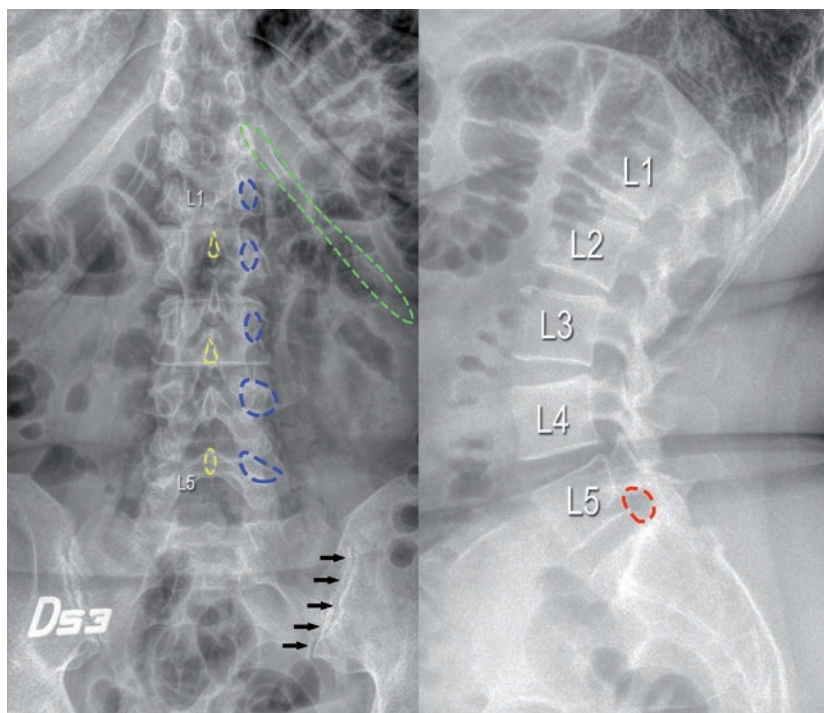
Puntos de referencia anatómicos en una radiografía de la columna lumbosacra. Al lado izquierdo se observa una proyección posteroanterior de una radiografía simple de columna lumbosacra que muestra delineado en verde la doceava costilla izquierda, en azul punteado se encuentran demarcados los pedículos izquierdos desde L1 hasta L5 y en amarillo se encuentran delineadas las apófisis espinosas. En el lado derecho se observa una proyección lateral, que muestra en rojo delineado el espacio correspondiente al foramen neural entre L5 y S1.
